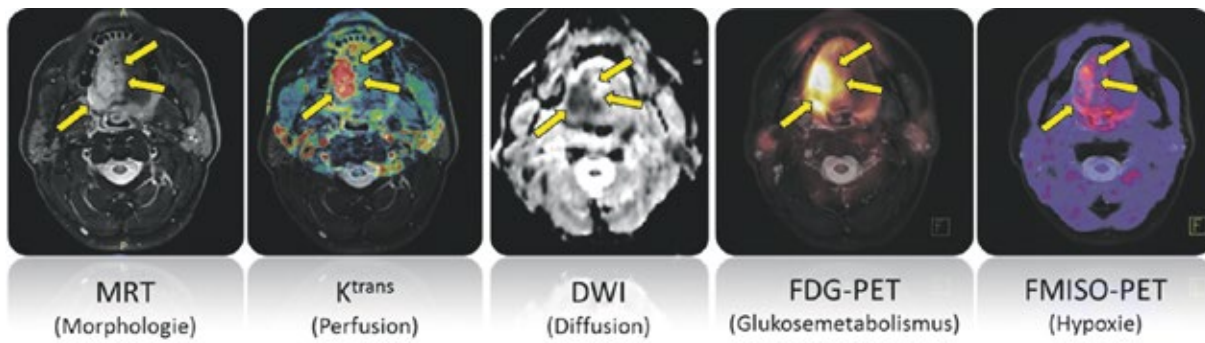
Multiparametrische PET/MRT-Bildgebung beim Kopf-Hals-Tumor
